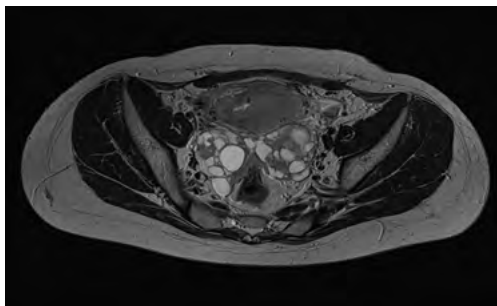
МРТ органов малого таза больной Н., 32 года, с внутривенным контрастированием
